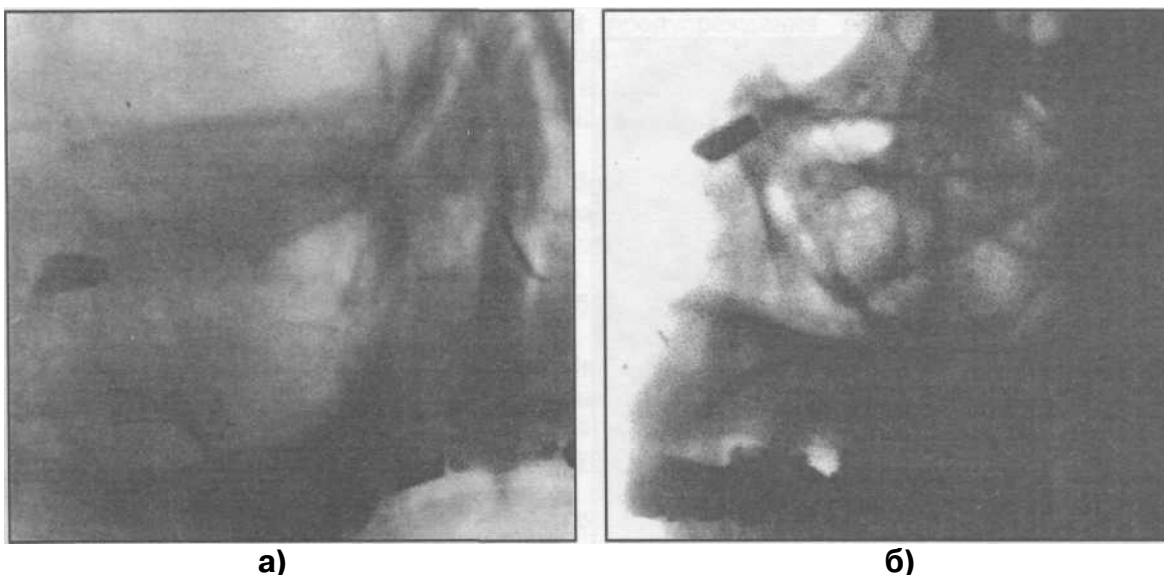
Обзорная (а) и боковая (б) рентгенограммы костей челюстно-лицевого скелета больного с пулевым ранением в среднюю зону лица.
